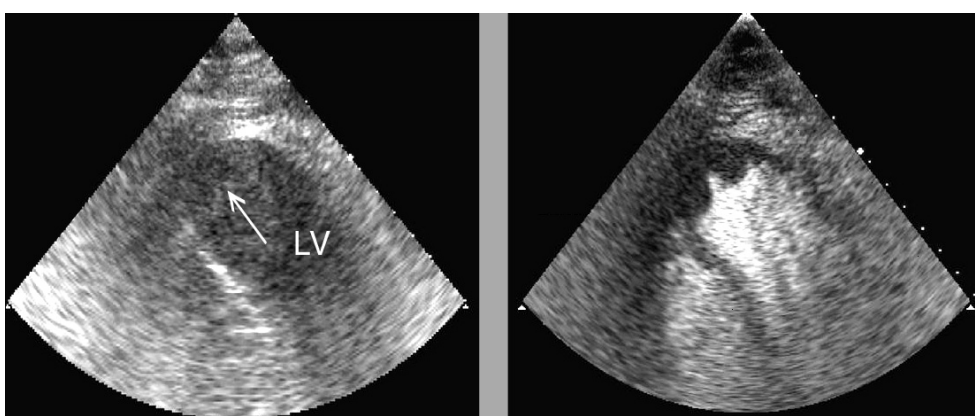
Тромбоз левого желудочка, апикальная четырехкамерная позиция, до (слева) и после (справа) введения эхоконтрастного средства Оптисон. До контрастирования можно было лишь подозревать тромбоз верхушки (стрелка), во время контрастирования он стал очевиден. LV — левый желудочек. Материал предоставлен Лабораторией эхокардиографии Университета Чикаго, Иллинойс.
